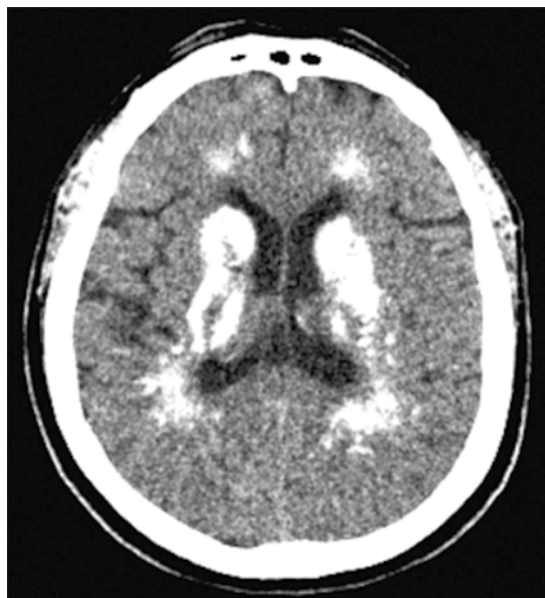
Tomografía cerebral simple, corte axial: hiperdensidad en ambos núcleos caudados y lenticulares.
